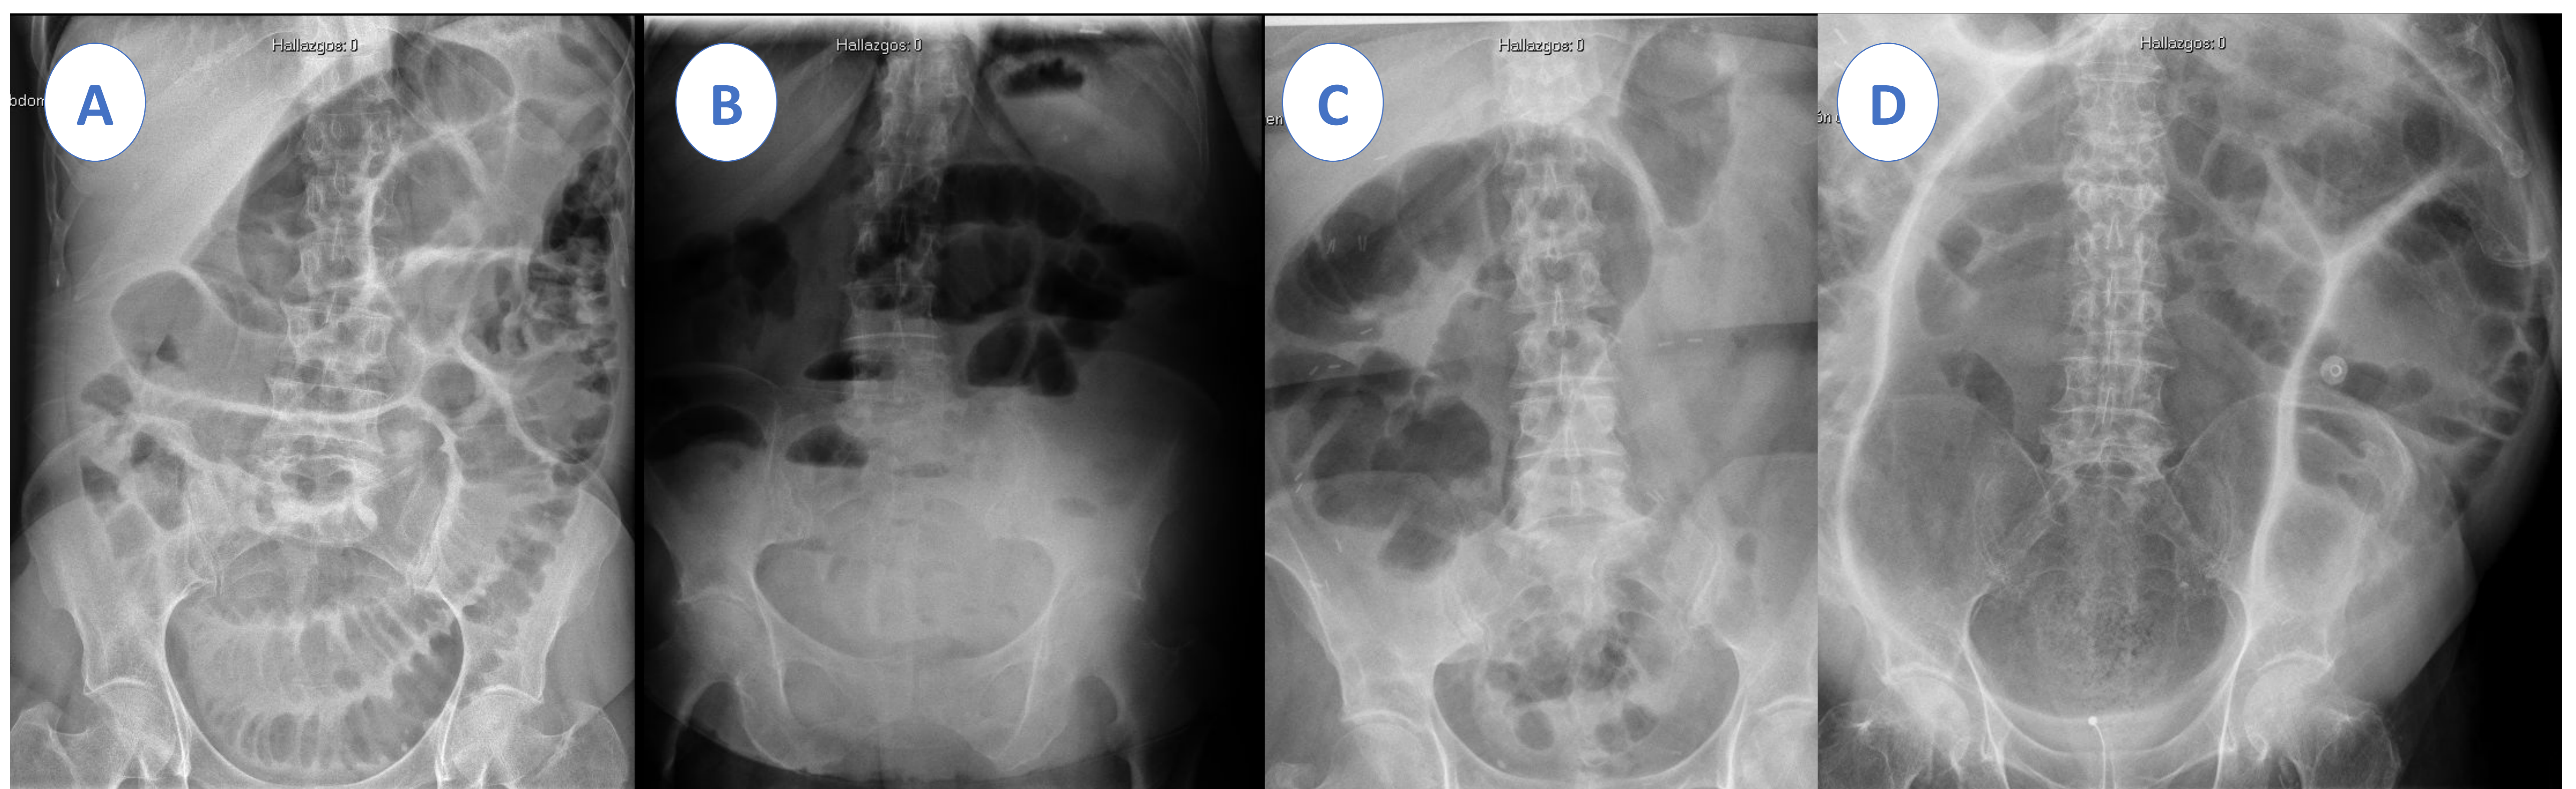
Radiografía de abdomen en la obstrucción intestinal.
